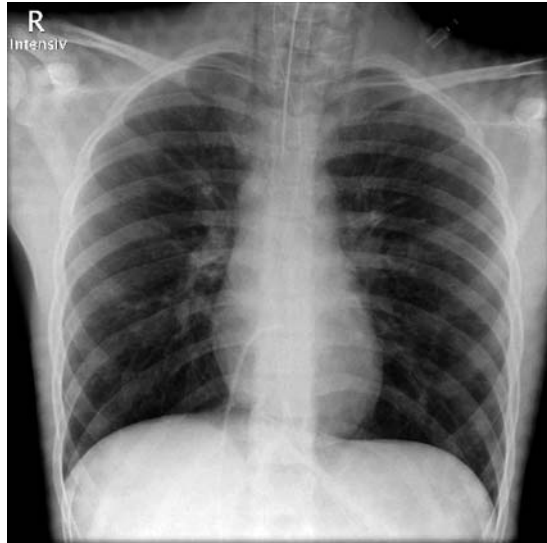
Thorax-Röntgenbild bei typischem Asthma bronchiale: tiefstehende Zwerchfelle, beidseitige Überblähung.
